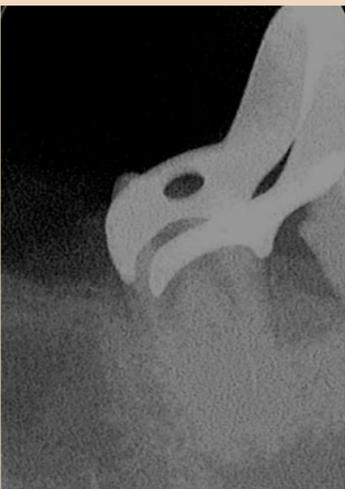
Рентгенограмма после извлечения обломка.
